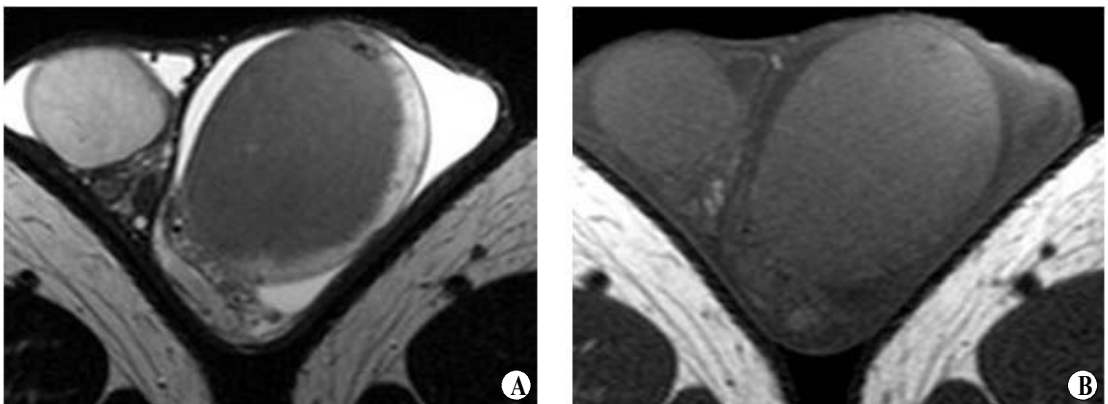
The left testis is markedly enlarged. The mass lesion is seen as a low signal intensity on T2-weighted image (A) and iso-signal intensity on T1-weighted image (B) when compared to that of the normal testis.
